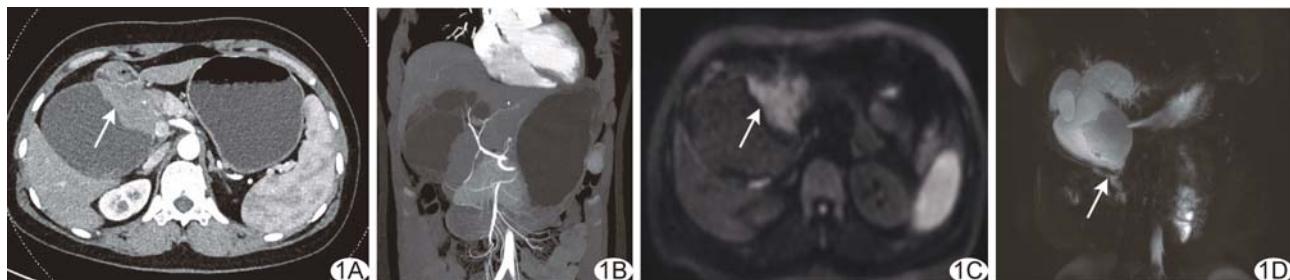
胆总管囊肿并鳞状细胞癌的影像学表现 A. CT 增强扫描胆总管下段肿块轻度强化,内见血管影,与胰头分界不清(箭); B. CTA 示肿块包埋肝动脉; C. DWI 示病灶呈高信号(箭); D. MRCP 示胆总管下段充盈缺损(箭),胆总管、左右肝管明显扩张
